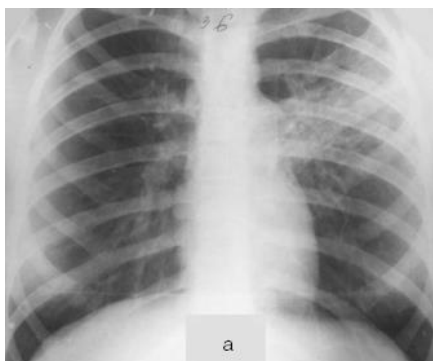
а — вогнищева пневмонія в верхній частці лівої легені хворої М., 13 років; б — контрольна рентгенограма після лікування протягом 6 діб хворої М., 13 років — вогнищеві тіні не визначаються
